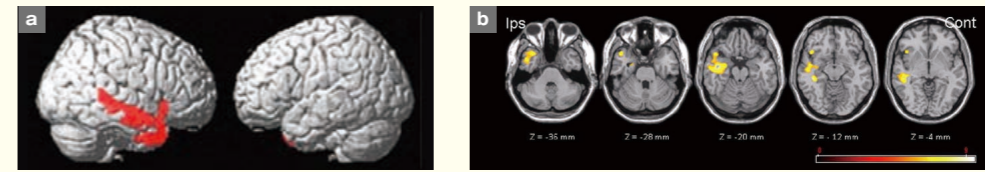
側頭葉てんかんに対する外科治療後、良好な発作コントロールが得られた患者さんの脳糖代謝低下の特徴を算出したもの。(a) 脳表表示 (b) 断層像表示 (Ann Nucl Med. 2012;26:698-706)。この方法は「脳PETの歴史」(Neurology. 2013;80:952-6)において、「現代」の重要な進歩として紹介されました。[高橋美和子医師提供]
